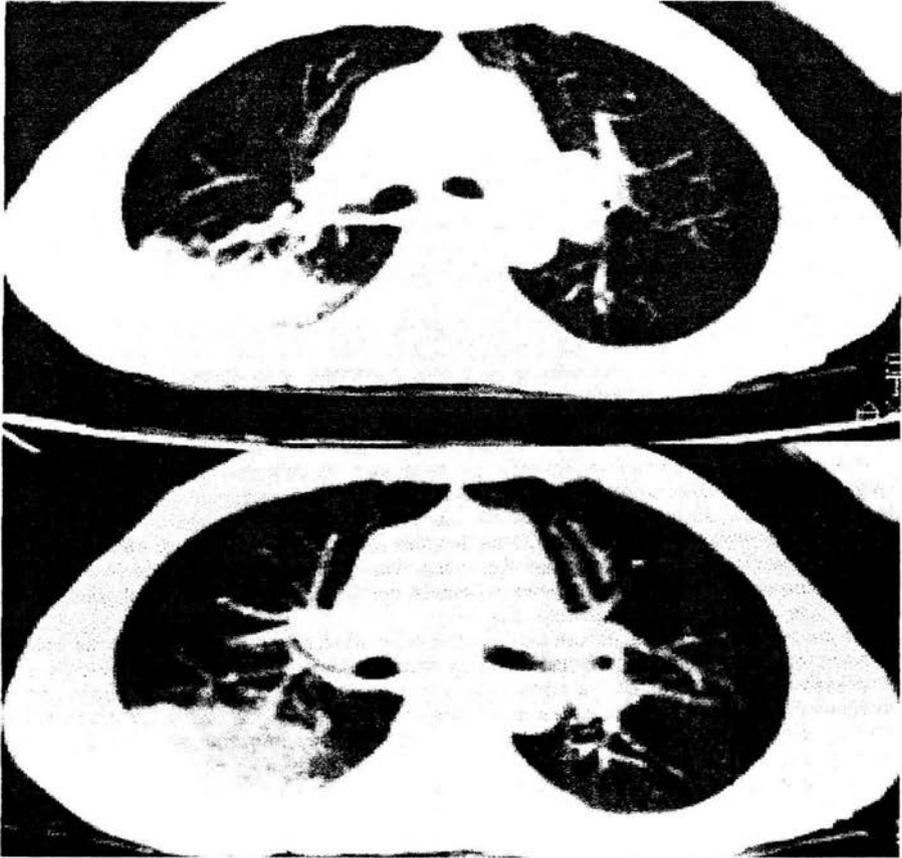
TAC de tórax en fase contrastada, observese la lesión posterior en pulmón izquierdo, de bordes irregulares.
